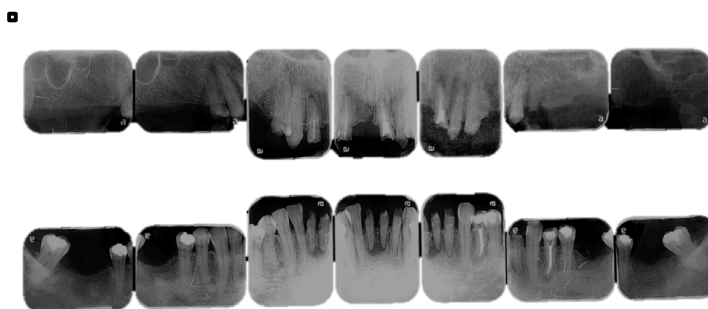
Serie radiográfica periapical
